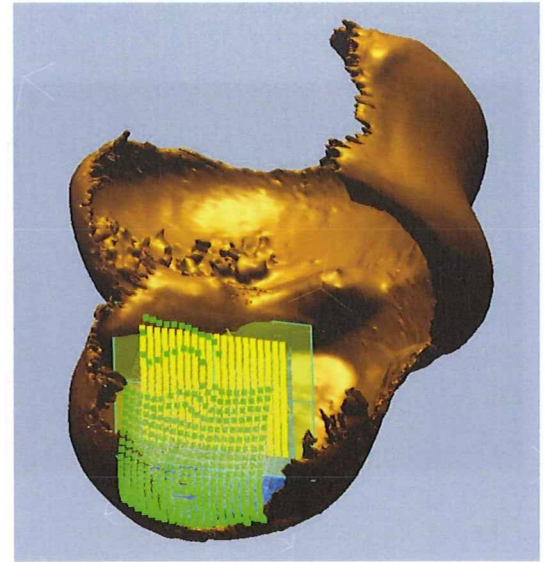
各基準点(黄色)における基準面に対する法線と各三次元モデルとの交点(CT)における各三次元モデルの厚さを計測
